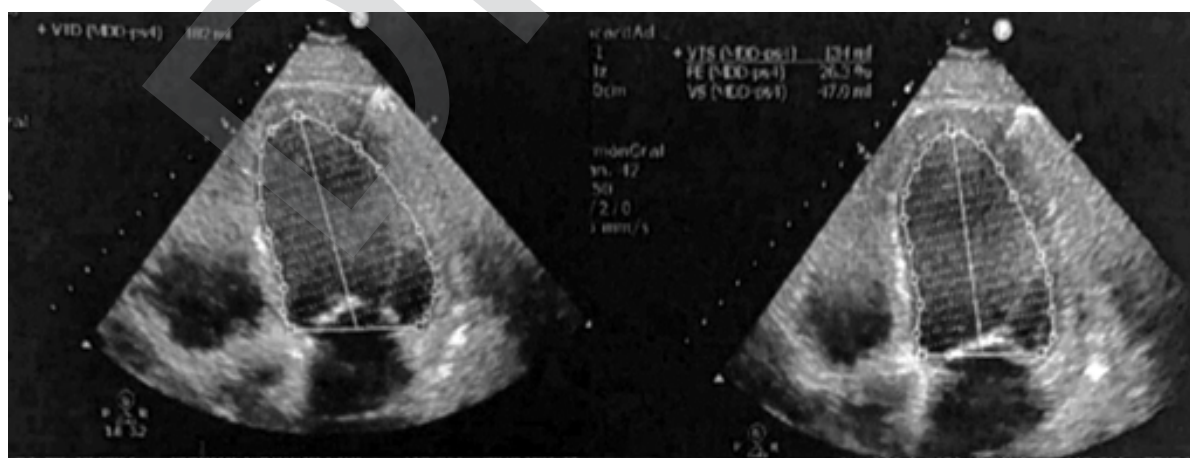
Ecocardiograma basal. Muestra función sistólica deprimida severamente.
